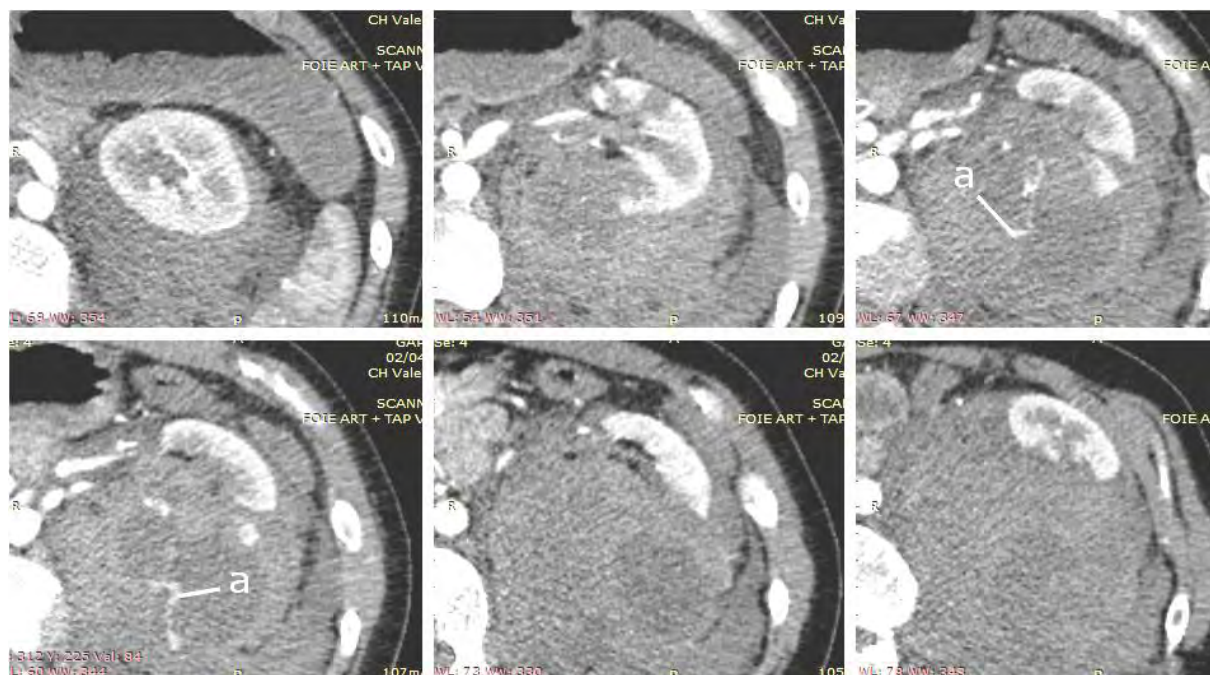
Coupes axiales en TDM au temps artériel montrant la fracture rénale et la fuite du produit de contraste (a).
